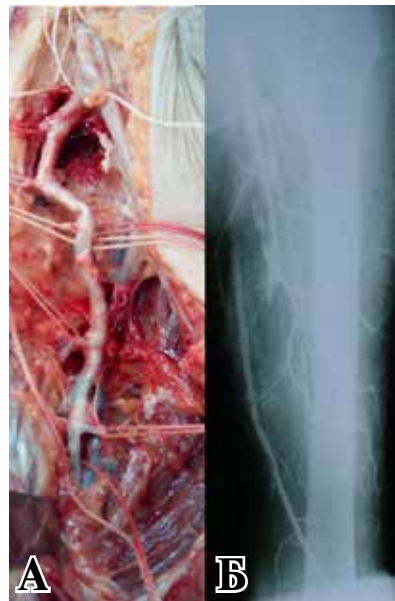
Диаметр концевой части ветки глубокой артерии бедра 0,57 см (А). На рентгенконтрастной ангиографии ретроградное заполнение поверхностной бедренной артерии через коллатерали глубокой артерии бедра (Б).
